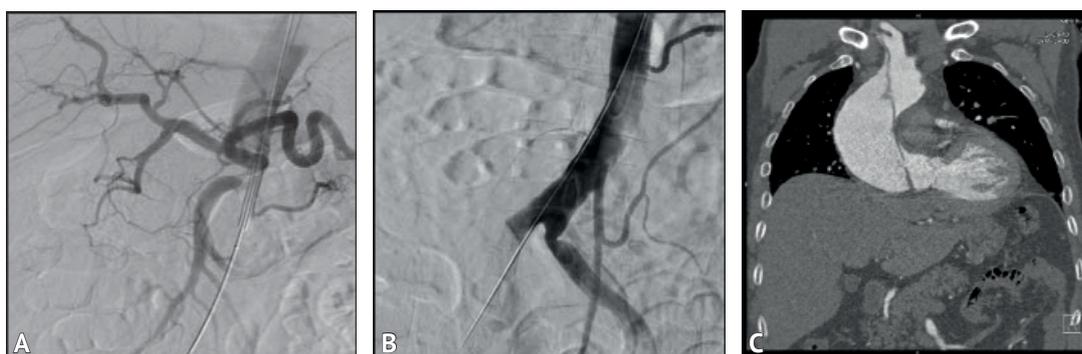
А, В — признаки острой окклюзии правой общей подвздошной артерии справа; С — КТ-ангиография: диссекции аорты с ее распространением на брахиоцефальные артерии
